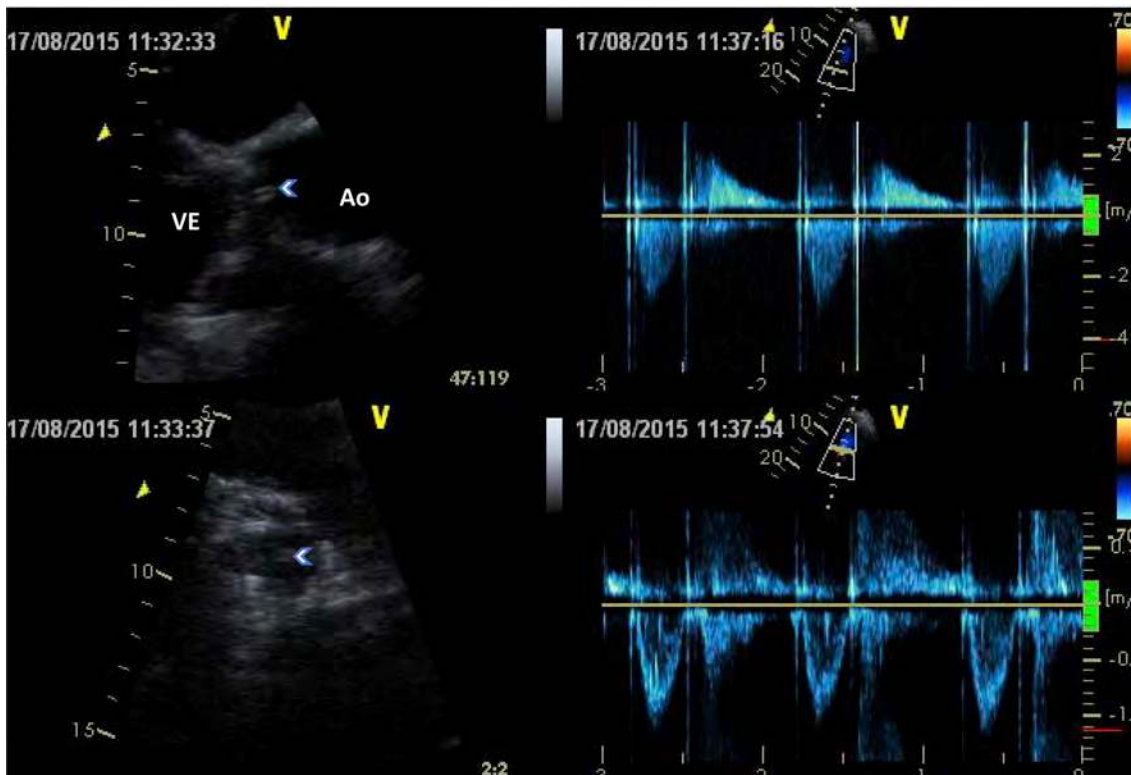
Ecocardiograma transtorácico
